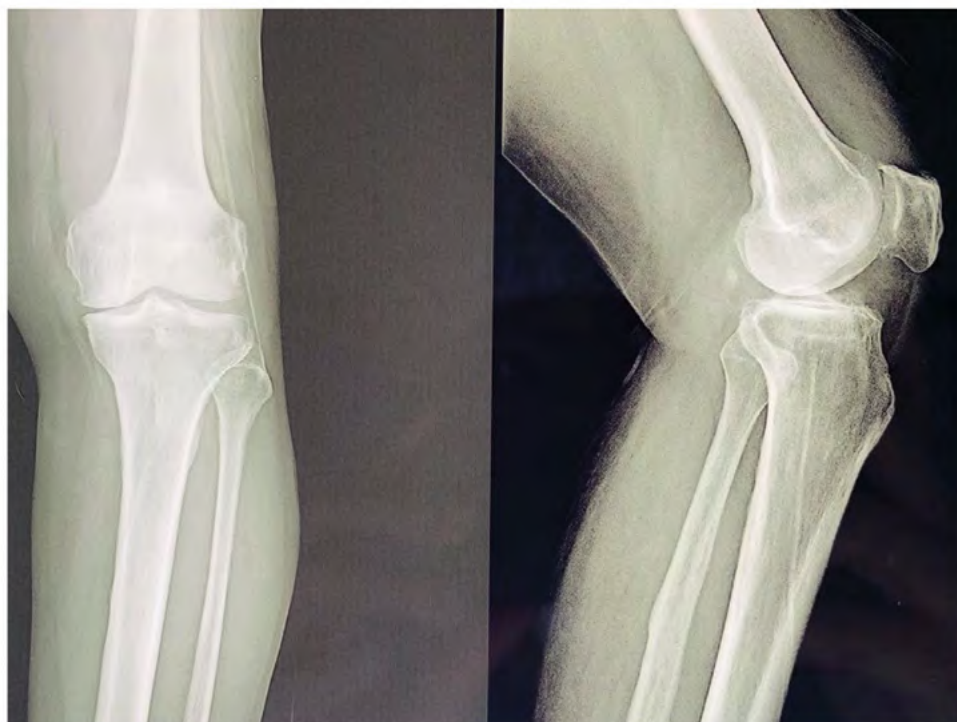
X-ray imaging of the first case. Pain improved significantly after 2 weeks treatment with paracetamol and predimenol.
